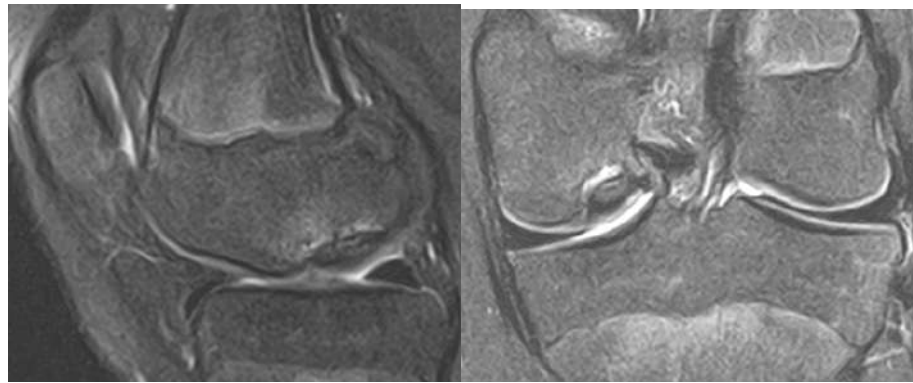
Рисунок №43. МРТ правого коленного сустава пациентки М. в предоперационном периоде в режиме PDFS (слева – сагиттальная проекция, справа – фронтальная проекция).
